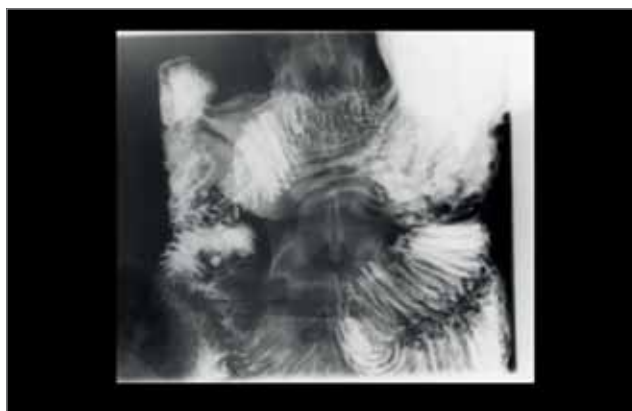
Рентгендослідження шлунка та дванадцятипалої кишки
